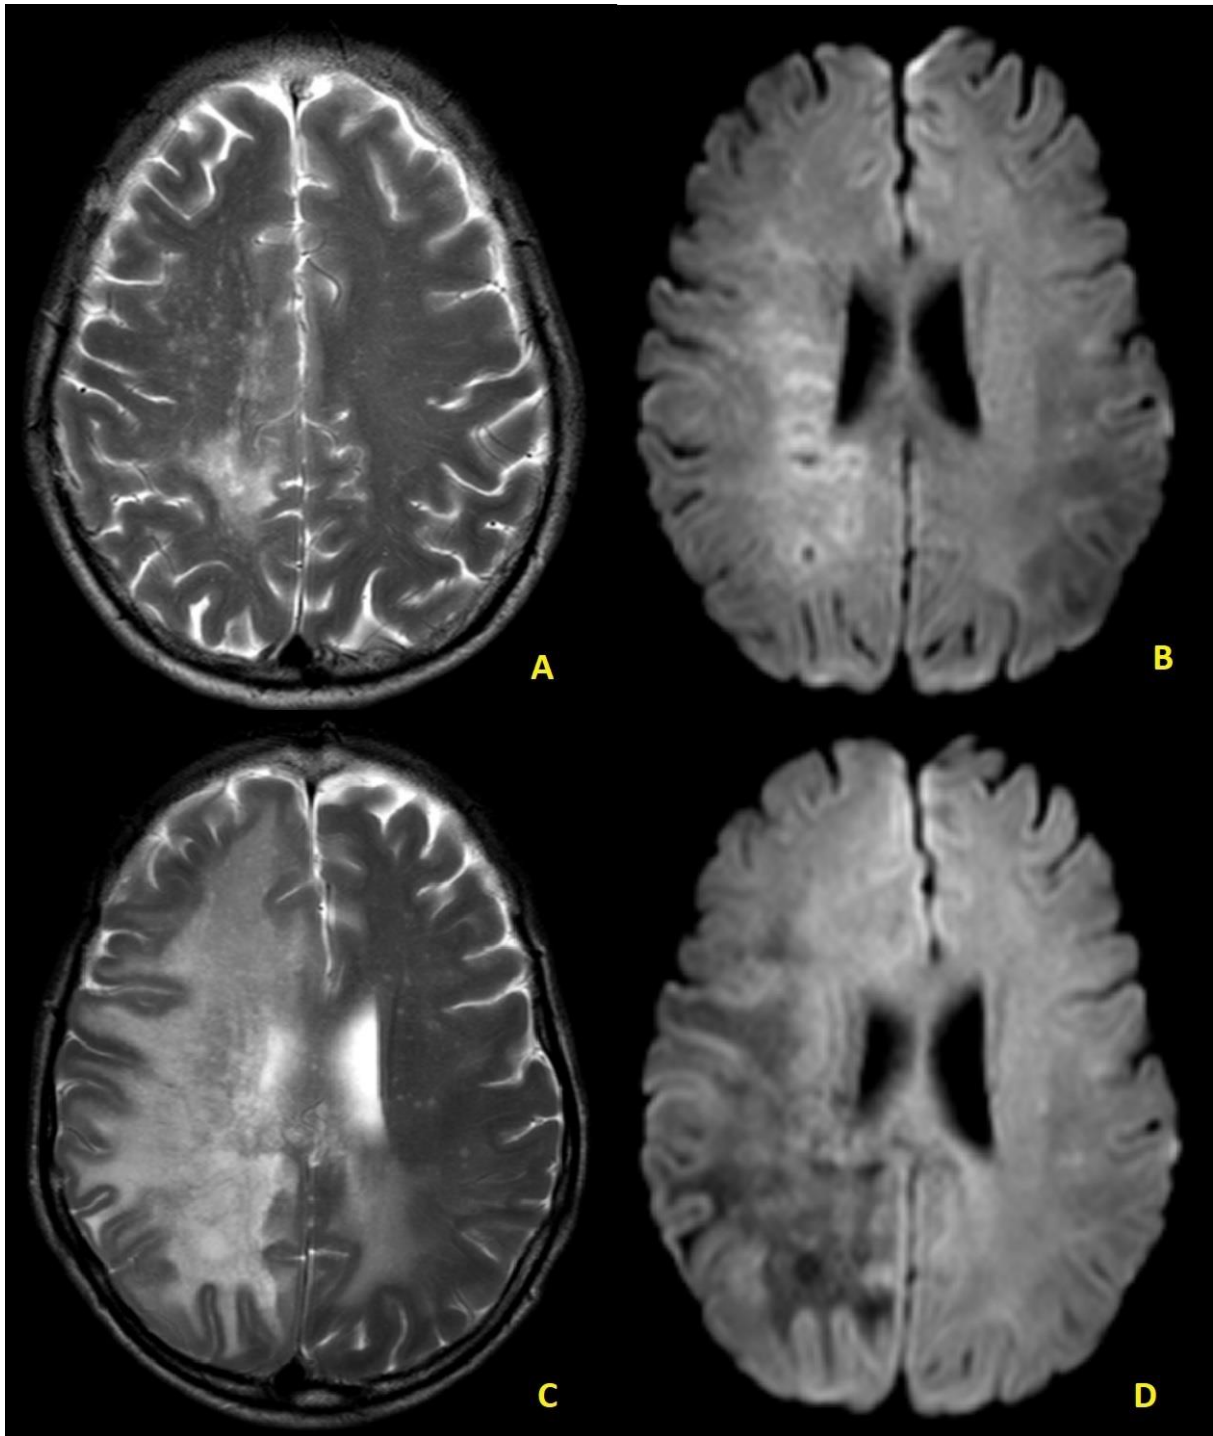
Sexo feminino, biópsia consistente com encefalite viral. Lesão confluyente no hemisfério cerebral direito com prolongamento T2 (A) e múltiplas áreas de hipersinal DWI (B). Há muitos focos puntiformes de prolongamento T2 consistentes com o aspecto milky way em A. Após aproximadamente quatro meses a lesão estendeu-se por todo o hemisfério cerebral direito e para o lobo parietal esquerdo (C). Houve desaparecimento do hipersinal DWI na lesão do hemisfério cerebral direito (D), provavelmente refletindo esgotamento do processo desmielinizante.
